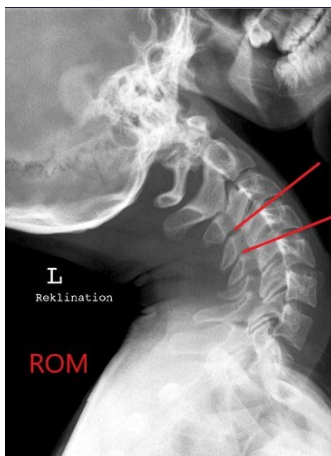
Grafische Darstellung der ROM in Reklination im Röntgen der HWS im seitlichen Strahlengang
